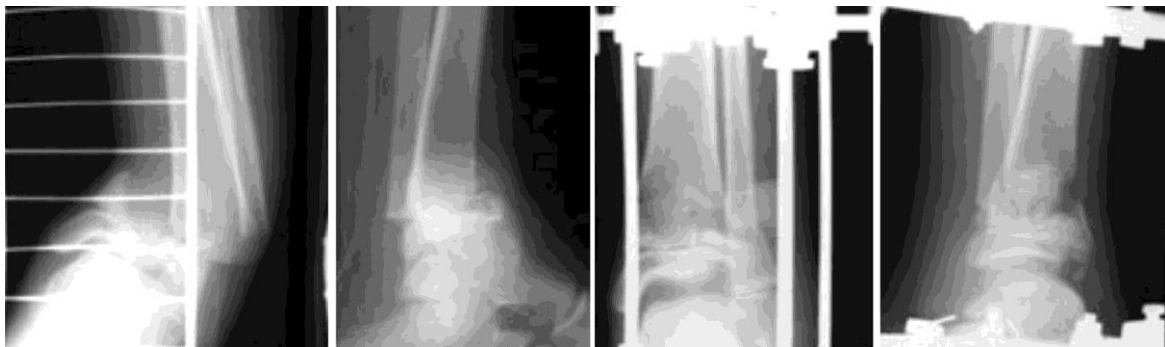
Рентгенограммы б-го В., 13 лет: оскольчатый перелом эпиметафиза и результат дистракционного остеосинтеза
